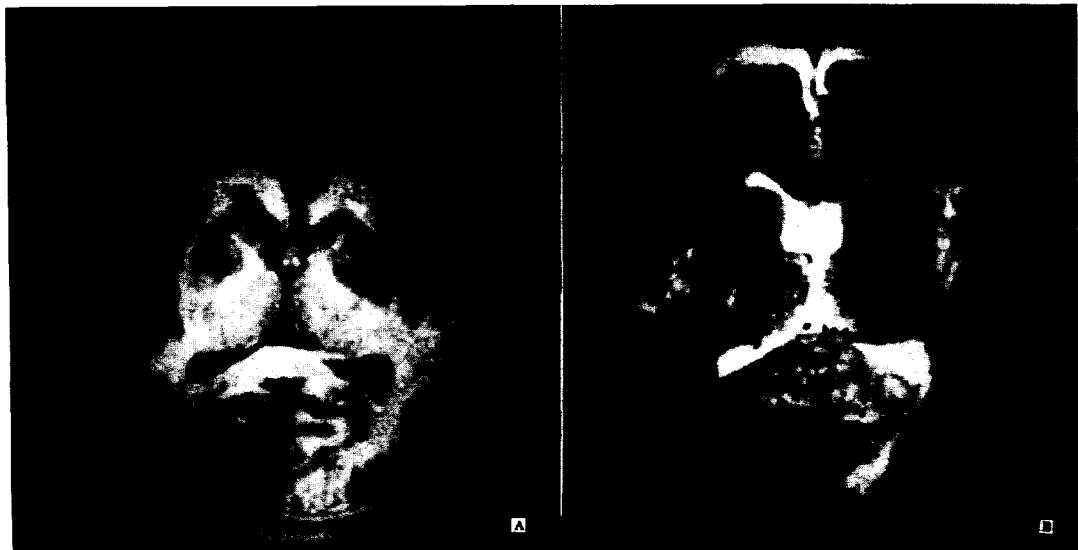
Axial T<sub>2</sub>-weighted SE(TR/TE=2500/80 msec) MR image(a) and axial T<sub>1</sub>-weighted SE shows a round T<sub>2</sub> high and T<sub>1</sub> low signal intensity lesion in the right frontal lobar white matter(arrows), which is parallel to the direction of fiber bundles.
